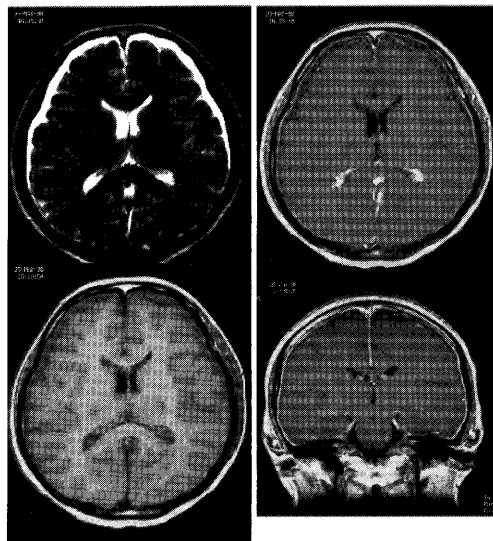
MRI showed diffuse enhancement of meninges.
